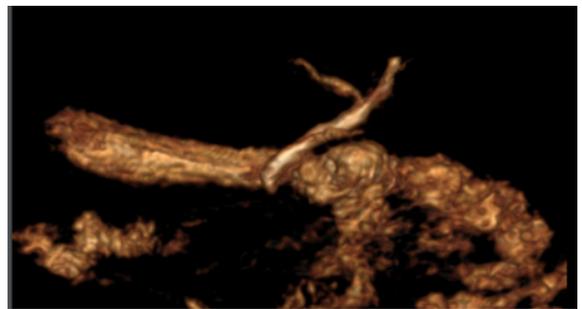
Colangiorresonancia, reconstrucción 3D.
